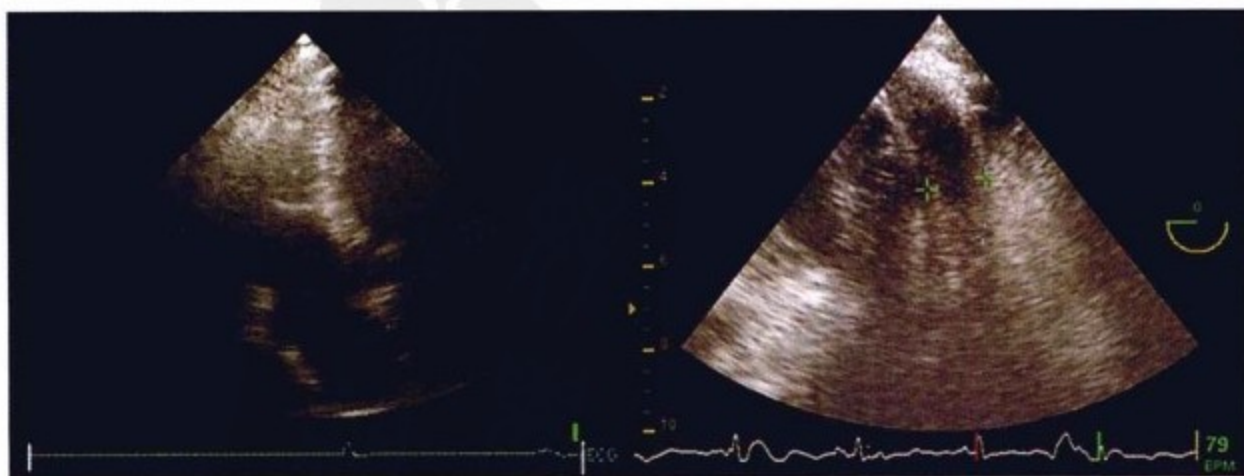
左图,心尖四腔观:右室壁和心包不可见。右图,经食管超声短轴观:左室侧壁厚1.4cm。
